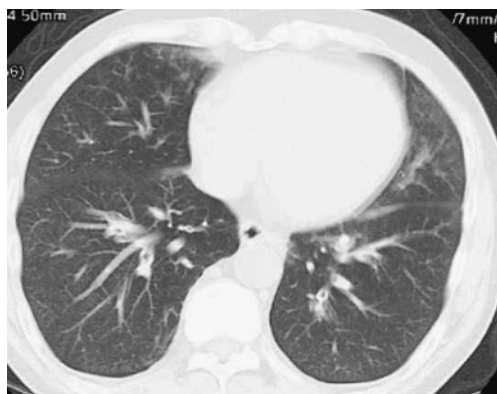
Chest CT showing peripheral ground-glass appearance and irregular nodular shadows.
